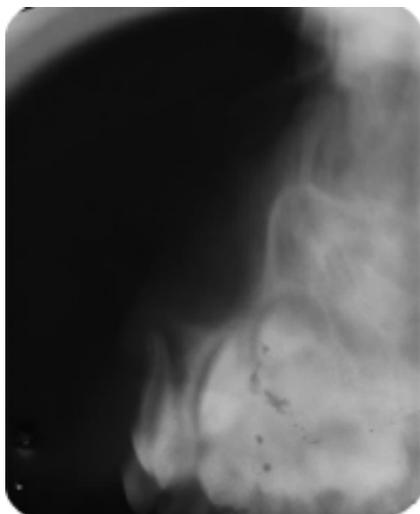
Radiografia lateral de Fazzi.
